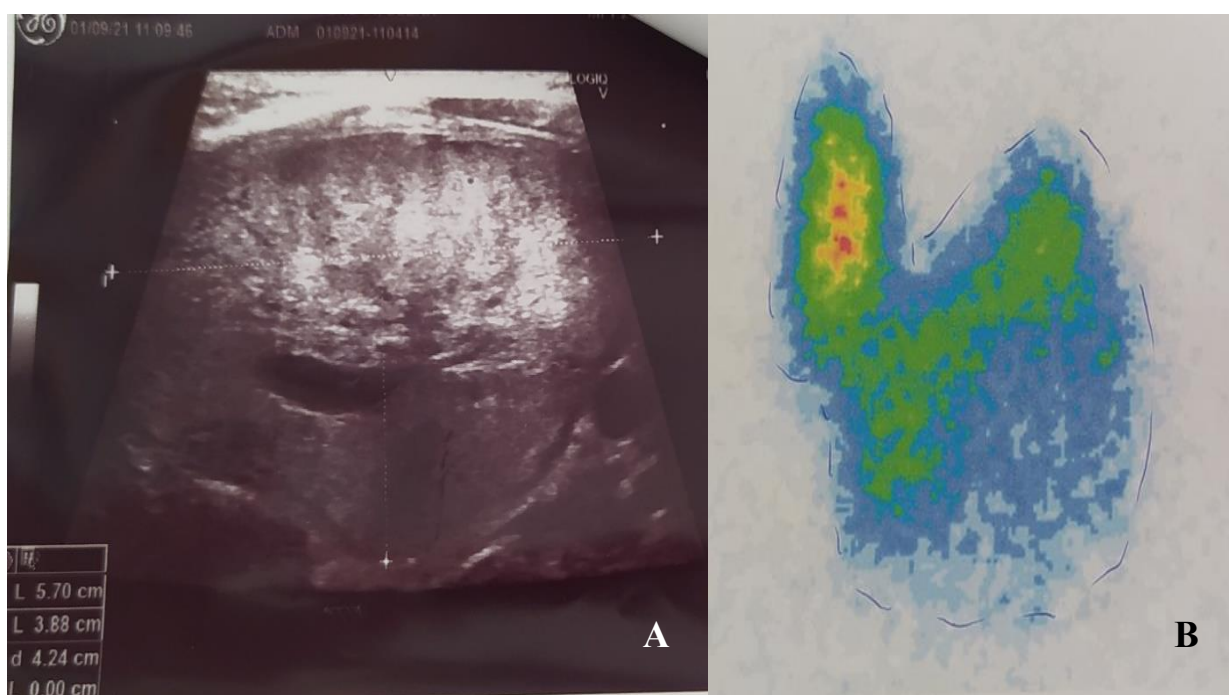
Imaginea USG (A) și scintigrafiei (B) glandei tiroide
